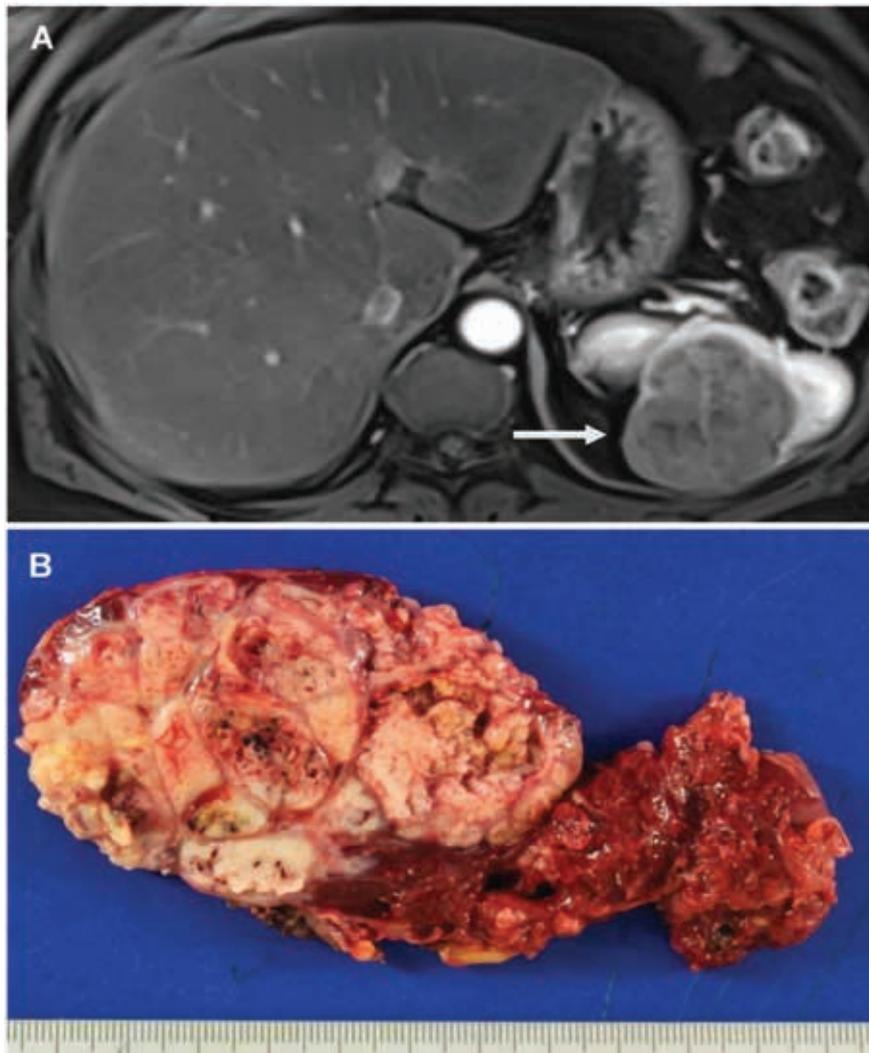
A – IRM abdominale en coupe transversale en séquence T1 après injection de gadolinium montrant la lésion splénique hypointense. B – Pièce opératoire de splénectomie avec une lésion polylobée, focalement hémorragique avec parenchyme splénique congestif
